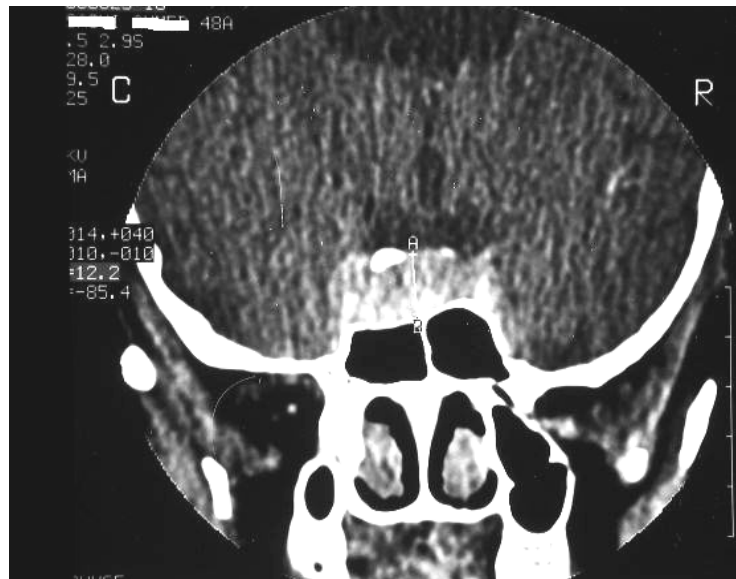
TDM cérébrale en coupe coronale montrant un amincissement du plancher sellaire.
